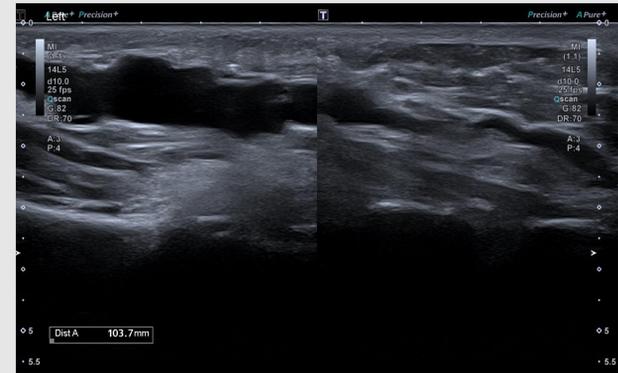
Ecografía: Gran lesión anecogénica, multilobulada sin flujo Doppler en su interior, de morfología serpigiosa, dependiente de la articulación subastragalina medial, de 11 x 16 x 105 mm ap/ytrans/long.
